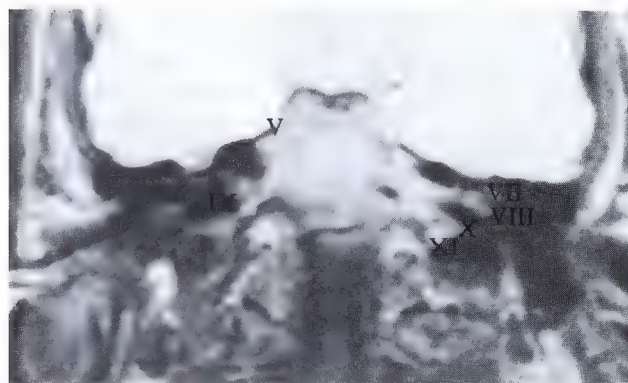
a – c. IRM et coupe anatomique pour le nerf accessoire et les racines spinales (XI)
